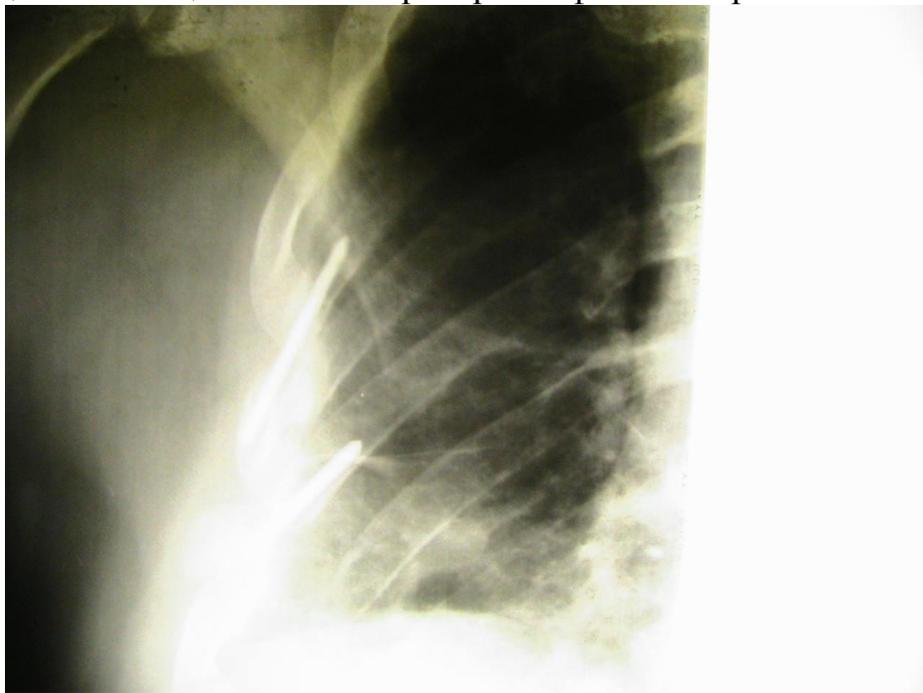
Больной Р. 47 л. Рентгенограмма, прямая проекция, через 14 дней после операции. Отломки VI, VII ребер репонированы, тени интрамедуллярных штифтов. ИБ № 26995
